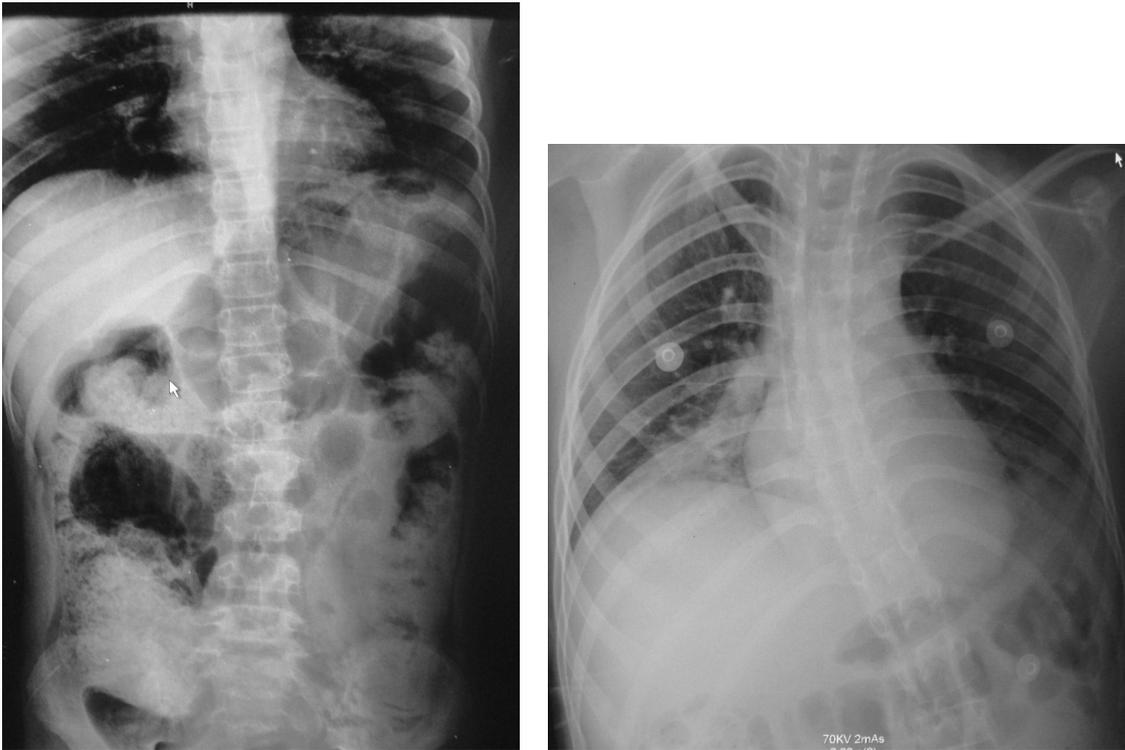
Radiografías pre operatoria, y post operatoria 10 meses después, donde se evidencia escoliosis toracolumbar dextro convexa.
